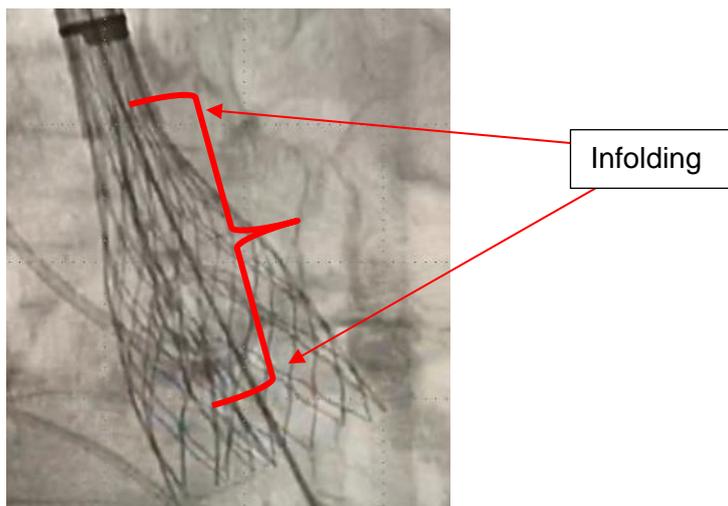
Esempio di immagine radiografica che mostra l'infolding.
